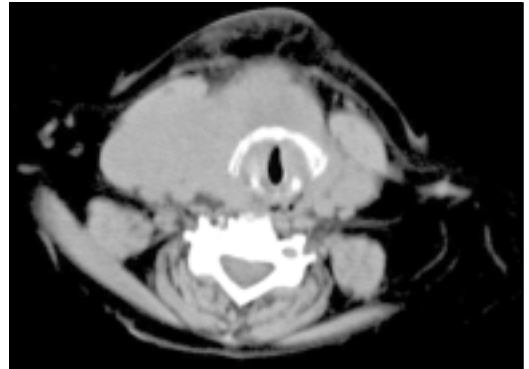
TC de cuello. Gran masa tiroidea de límites difusos, infiltrando musculatura pretiroidea.
